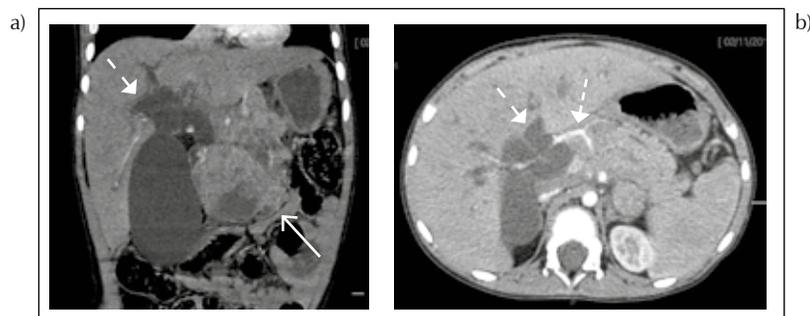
Tomografía computarizada abdominal contrastada. (a) Coronal y (b) Axial: Tumoración de gran tamaño (—→) en cabeza y cuerpo de páncreas, con imágenes quísticas y calcificaciones. Realza tenuemente al contraste y engloba al tronco celíaco (----→). Se acompaña de dilatación de la vesícula biliar (VB) y de la vía biliar intrahepática y extrahepática (- →).
